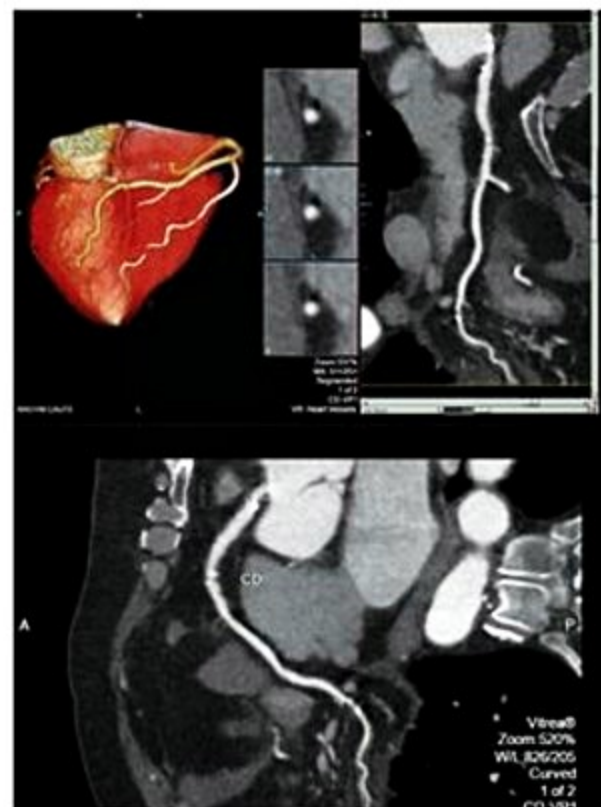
Angiotomografia de coronárias mostrando a presença de placas ateromatosas não calcificadas, parcialmente calcificadas e calcificadas.
